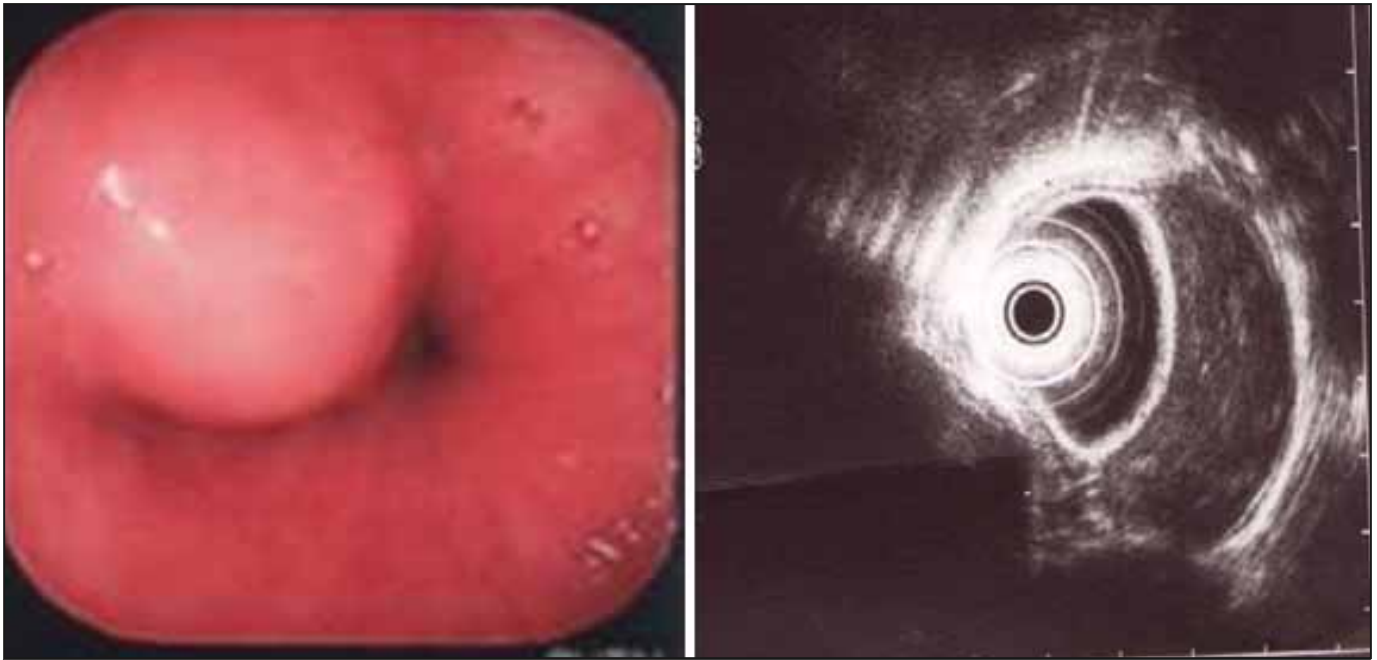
a. imagen endoscópica de un leiomioma sub- mucoso y b. ultrasonido endoscópico de un leiomioma del esófago.
